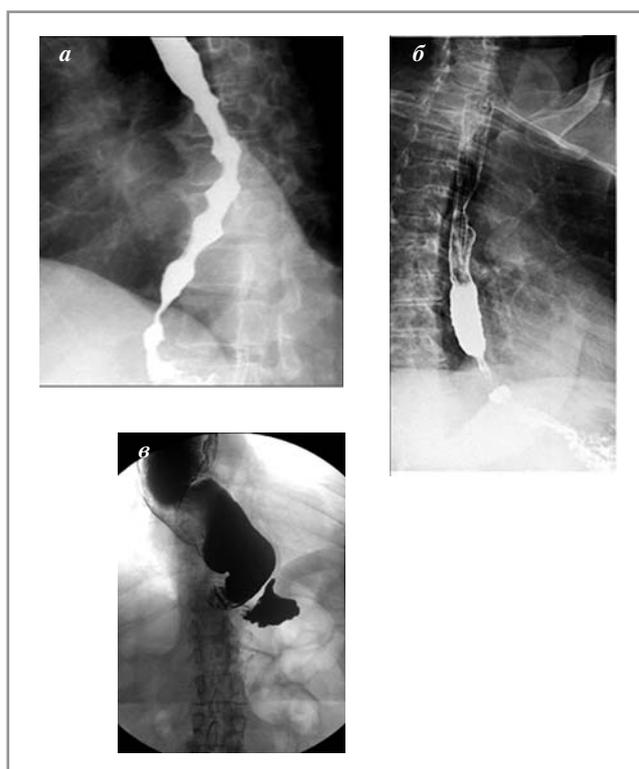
Рентгенограммы пищевода больных с АК. *а* – пищевод не расширен, эзофагоспазм; *б* – умеренно расширенный пищевод, сужение дистального отдела; *в* – значительное расширение пищевода, S-образное искривление, сужение дистального отдела, отсутствие газового пузыря желудка (рентгенограммы предоставлены врачом-рентгенологом УКБ №2 Сеченовского Университета М.П. Шапка).
